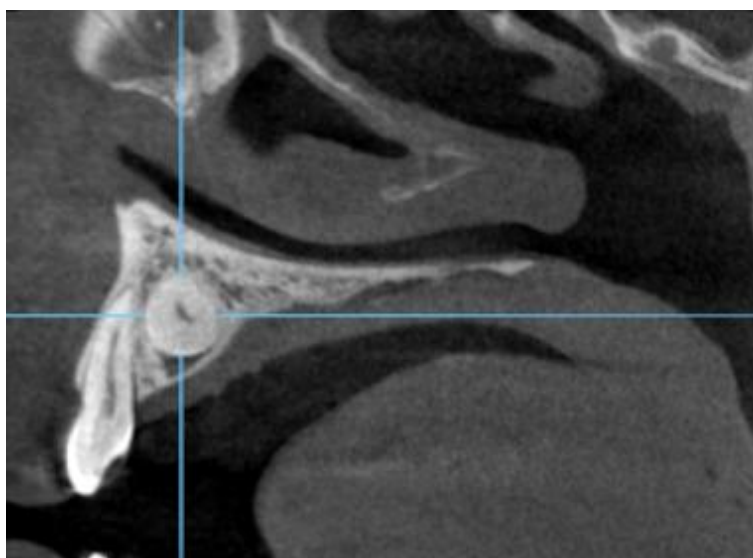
Secțiune sagitală - investigație CBCT într-un caz cu incluzie bilaterală de canini superiori.
